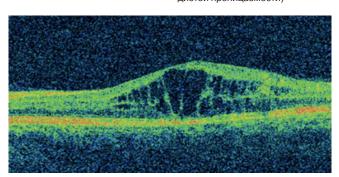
Зв. Оптическая когерентная томография сетчатки левого глаза (диффузный макулярный отек с интраретинальными кистами)
